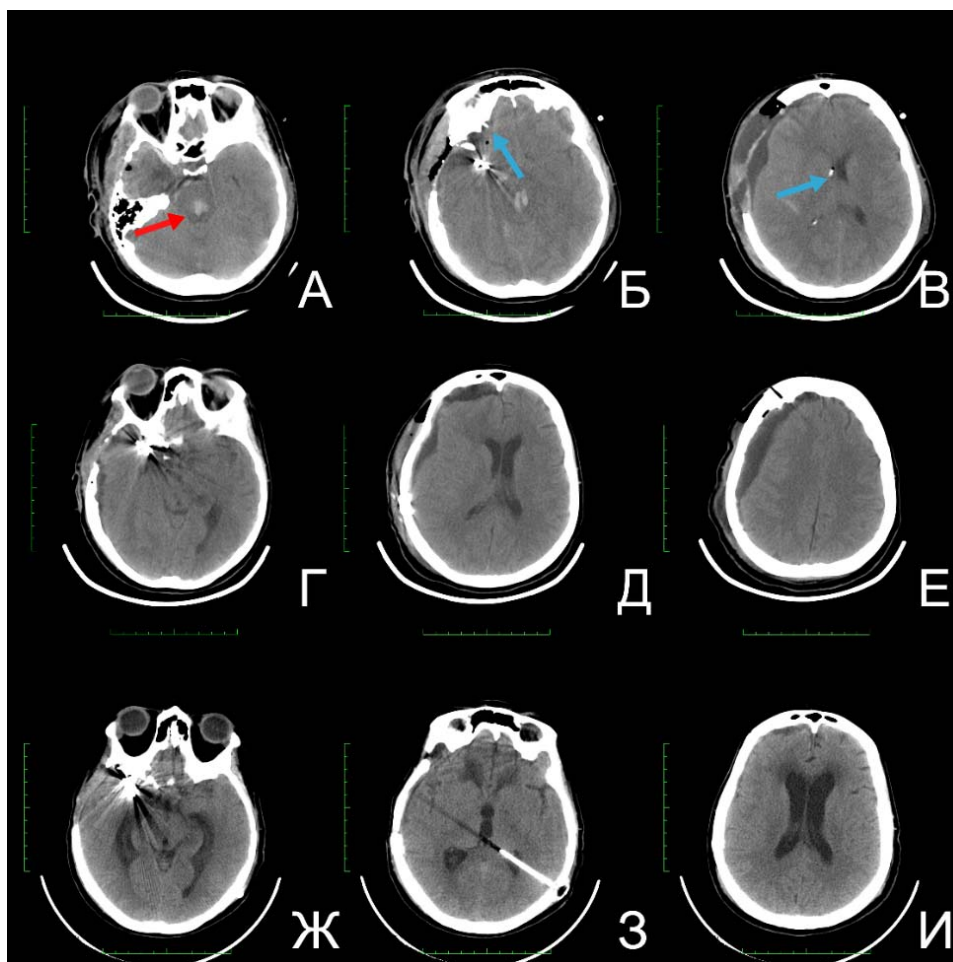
А—В – результаты КТ-исследований пациентки, выполненного на 1 сутки после оперативного вмешательства. На изображении А стрелкой показана гематома ствола мозга, выявленная на дооперационном этапе. Стрелкой на изображении Б отмечен фрагмент цистернального дренажа, установленного в области правой хиазмальной цистерны. На изображении В стрелкой обозначен фрагмент НВД, установленного в левом боковом желудочке; Г –Е – результаты КТ-исследований, выполненных пациентке на 71 сутки после операции клипирования аневризмы, на 1 сутки после проведенной краниопластики. Отмечаются признаки субдуральной гигромы; Ж—И – результаты контрольного КТ-исследования после имплантации ВПШ слева.
